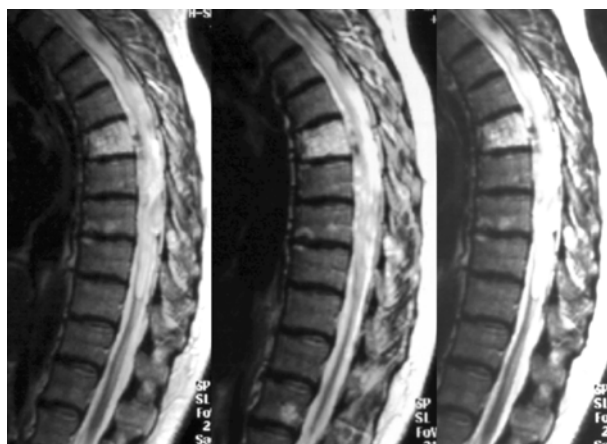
Гемангиома тела T_{IV} без костной экспансии. МРТ-графия. Следы предшествующих субарахноидальных кровоизлияний, арахноидит
